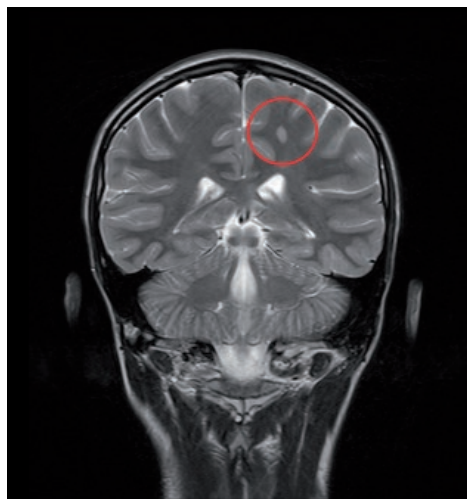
МРТ головного мозга в коронарной плоскости, выполненная в режиме T2-взвешенного изображения (T2-WI), очаговые изменения выделены красным цветом.
